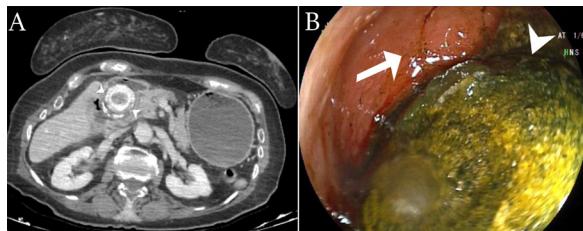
A. Axial contrast enhanced abdominal CT scan demonstrates the stone (arrowheads) located in the first part of duodenum. The gallbladder appeared contracted, with indistinct borders between its medial wall and the adjacent gastric wall. B. An upper gastrointestinal endoscopy revealed a stony hard lesion (arrowheads) obstructing the first part of the duodenum (arrow).
